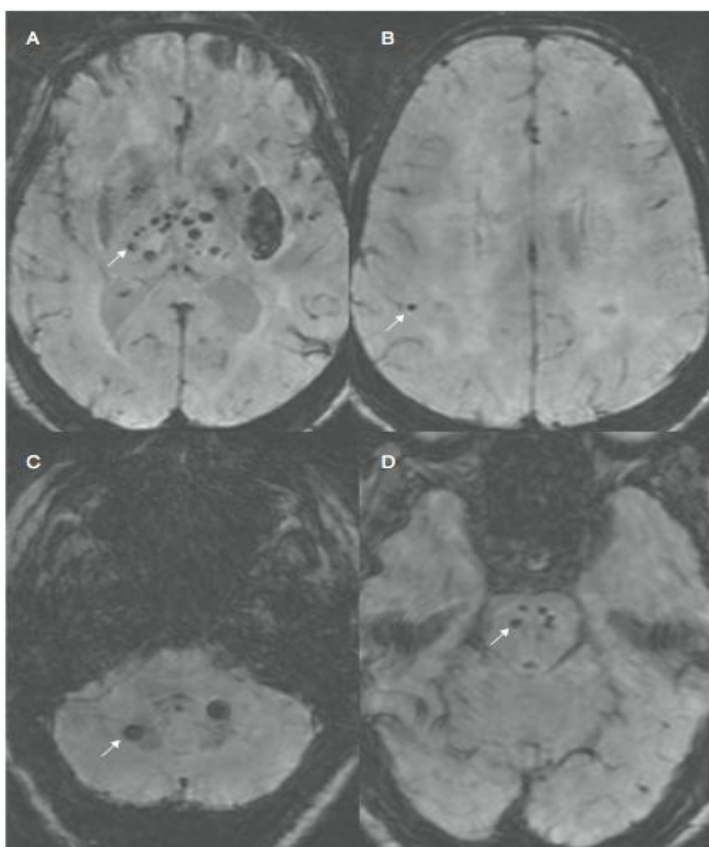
RM cerebral en secuencias T2*.
